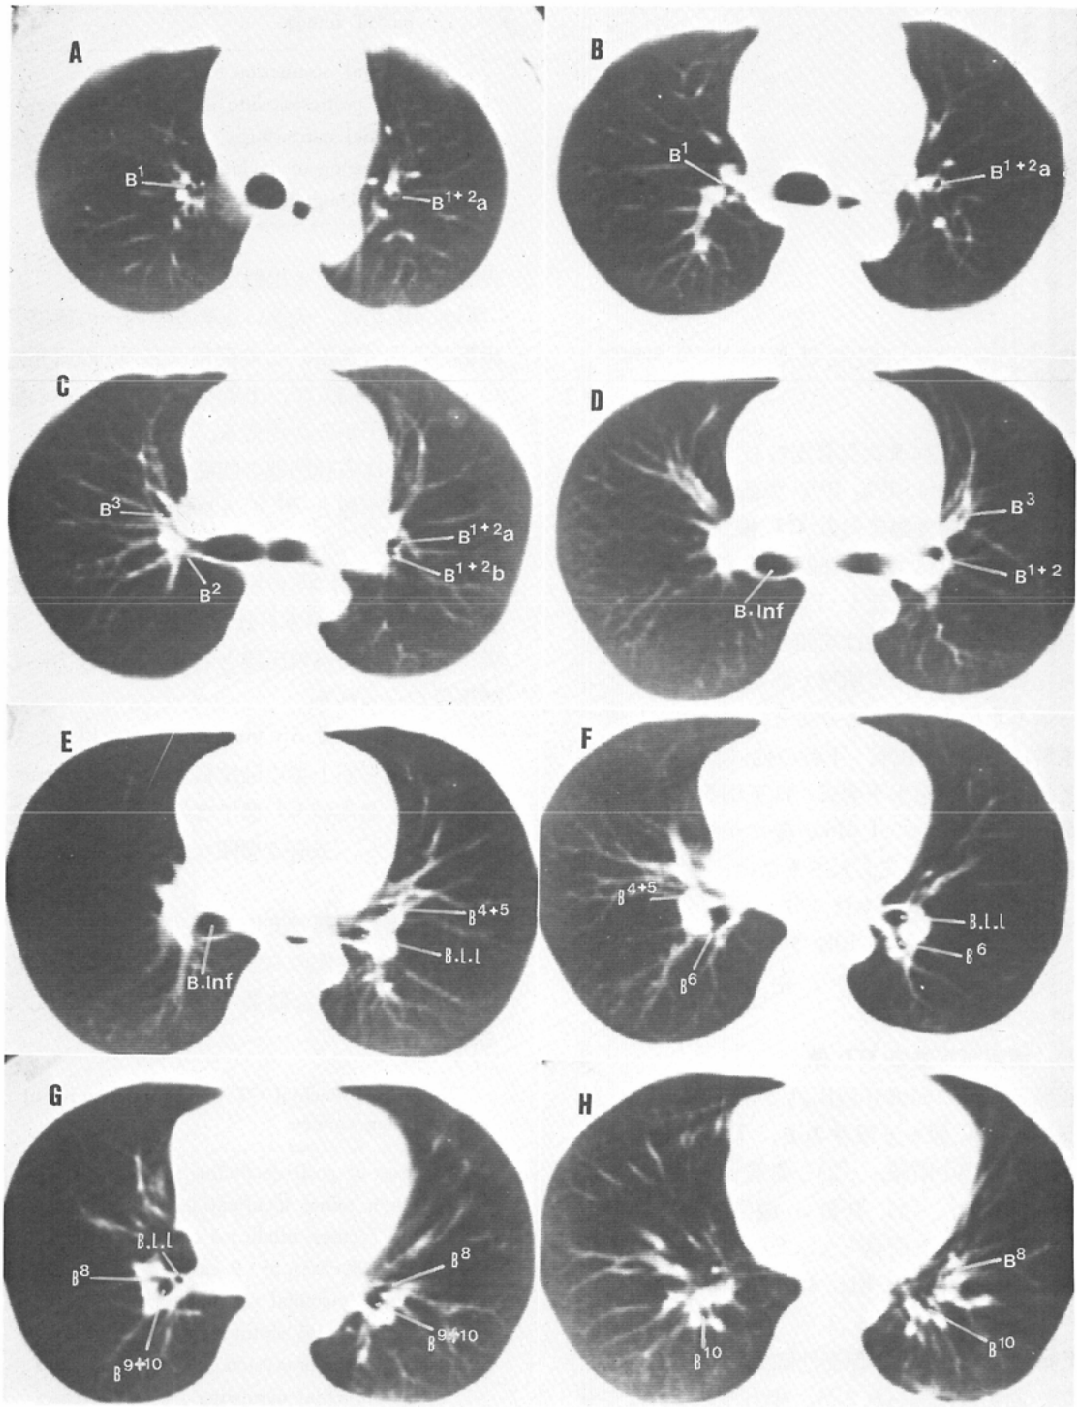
Serial pulmonary CT images in case of normal bronchus.
